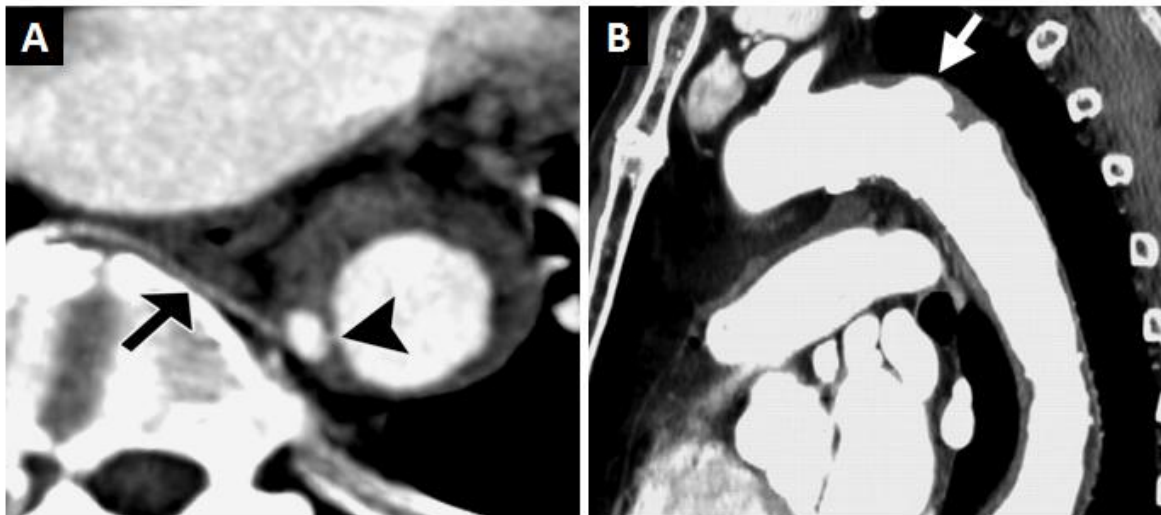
HIA evaluado mediante TC con contraste. (A) Corte axial de una pequeña disrupción intimal, con mínima comunicación con la luz del vaso (cabeza de flecha). Se observa arteria intercostal en relación con la lesión (flecha). (B) Imagen de reconstrucción multiplanar mostrando un caso representativo de imagen tipo UL en la aorta descendente proximal (flecha) en el seno de un HIA. Fuentes: Wu y col. Radiology 2011;258(3):705-13 (referencia 6); Kitai y Col. Circulation 2011;124:174-8 (referencia 8).
